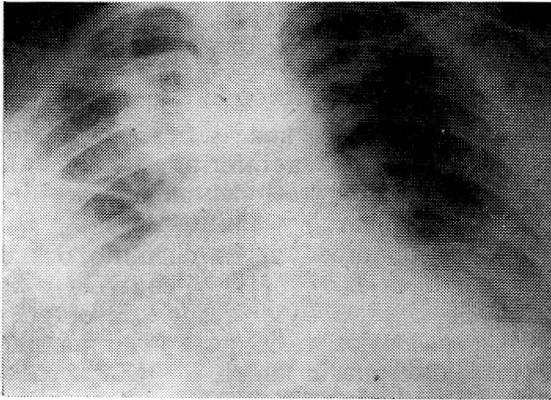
Radiografía de tórax al ingreso del paciente (en posición semisentado). Hemotórax derecho. Moderado agrandamiento de la silueta cardíaca.
